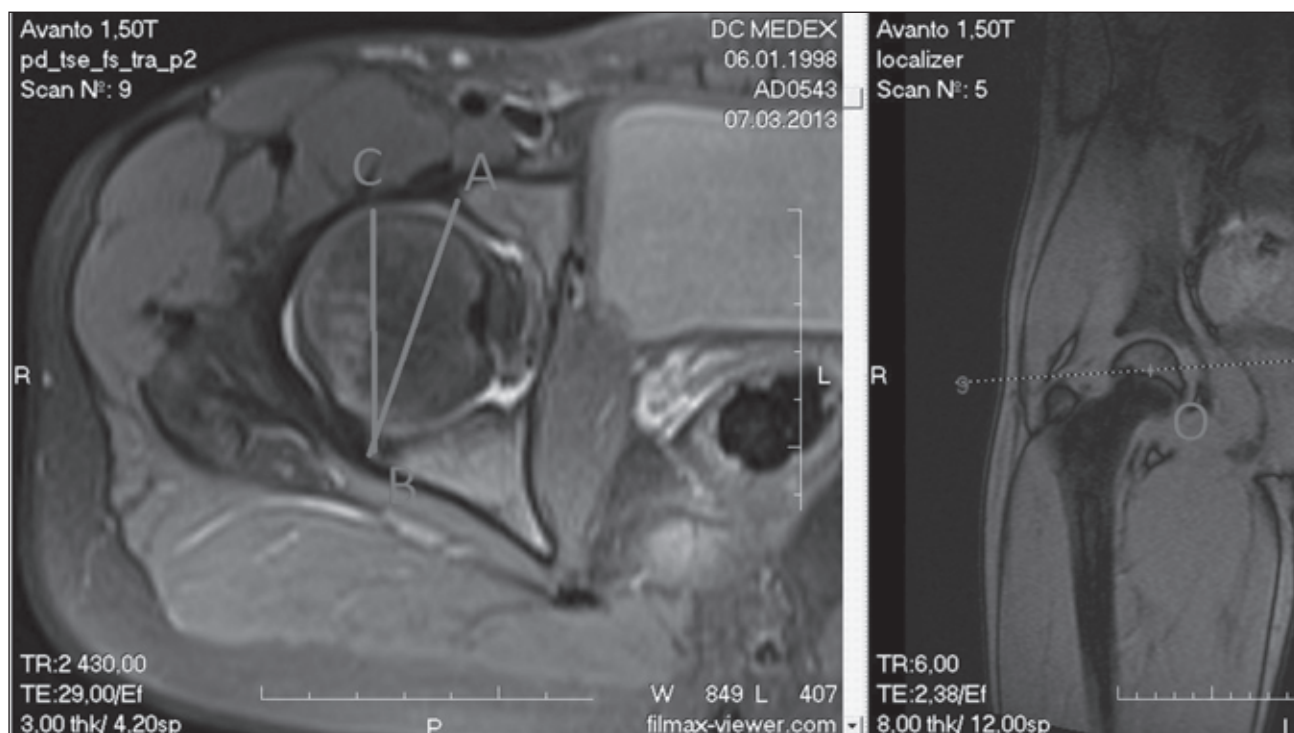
Вимірювання версії (кут ACB) правої кульшової западини на МРТ-зображенні, зваженому за часом релаксації T1. О — центр головки стегнової кістки, через який проведено площину вимірювання (аксіальний зріз). А — передній край западини, В — задній край западини, ВС — лінія, паралельна сагітальній площині
